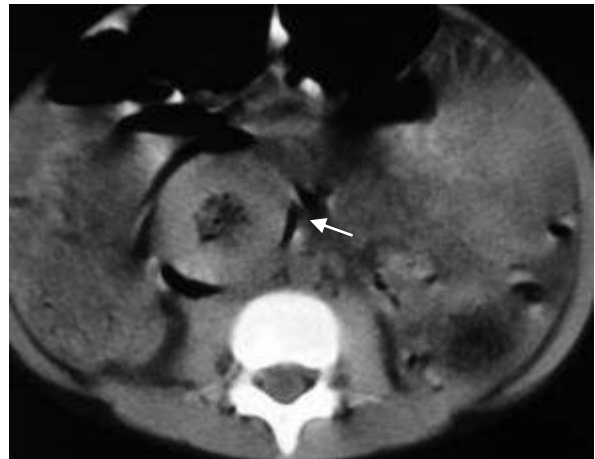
Tomografia computadorizada do abdome mostra espessamento difuso e concêntrico das paredes duodenais, com retropneumoperitônio (seta).
